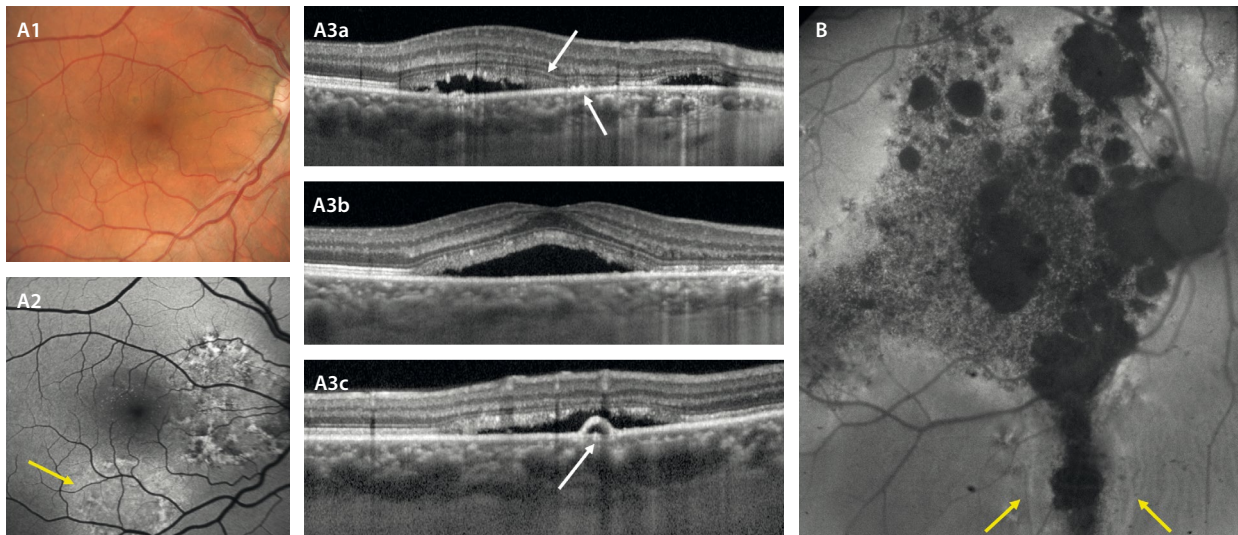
Coriorretinopatía serosa central crónica. A1) La retinografía muestra un cambio de teselación con un predominio del color naranja por los paquivasos, así como cambios pigmentarios. A2) La autofluorescencia destaca cambios hipoautofluorescentes e hiperautofluorescentes granulares, mostrando en ocasiones estructuras anulares o «en collarete» (flecha amarilla), típicas de la coriorretinopatía serosa central crónica. A3a-A3c) Tomografía de coherencia óptica con áreas de desprendimiento del neuroepitelio menos cupuliforme, con áreas de adelgazamiento de capas externas y cambios en el epitelio pigmentario de la retina (flechas en A3a) y desprendimientos del epitelio pigmentario de la retina múltiples (flecha en A3c). B) Representa un caso crónico con disfunción avanzada. La autofluorescencia presenta múltiples áreas hipoautofluorescentes de atrofia, así como áreas hipoautofluorescentes-hiperautofluorescentes gravitacionales «en reguero» (delimitadas por flechas amarillas).
